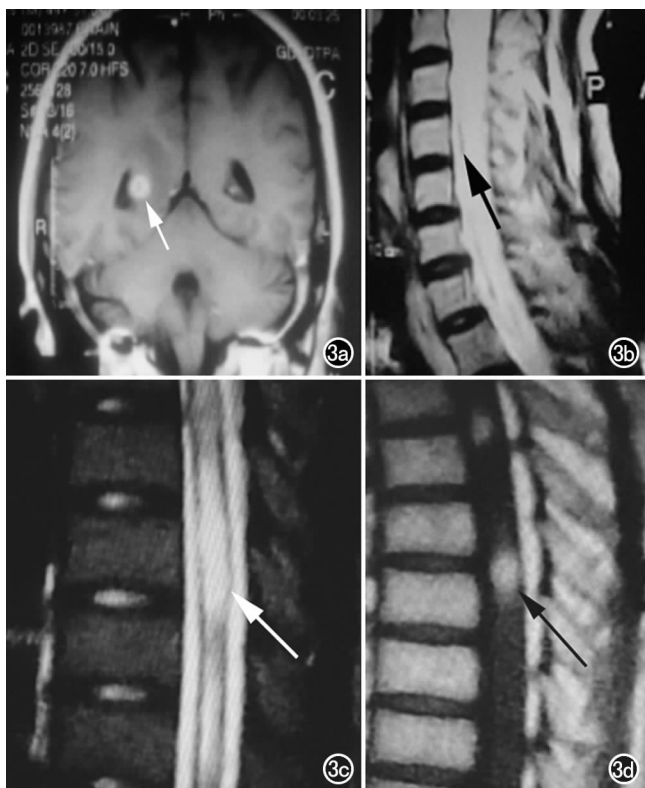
艾滋病患者,男,28岁,吸毒史,患者头晕,恶心,双侧肢体麻木2个月,上肢萎缩。 $CD4^+$ $47/\mu l$ 。a) MRI 增强扫描示脑部(右侧侧脑室旁)结节状明显异常强化(箭); b) T_2 WI 示颈髓局部肿胀变粗,水肿明显,呈带状长 T_2 信号(箭); c) T_2 WI 示胸髓呈阶段性带状长 T_2 信号(箭); d) 增强扫描示病灶呈大小不一的结节状强化(箭)。
